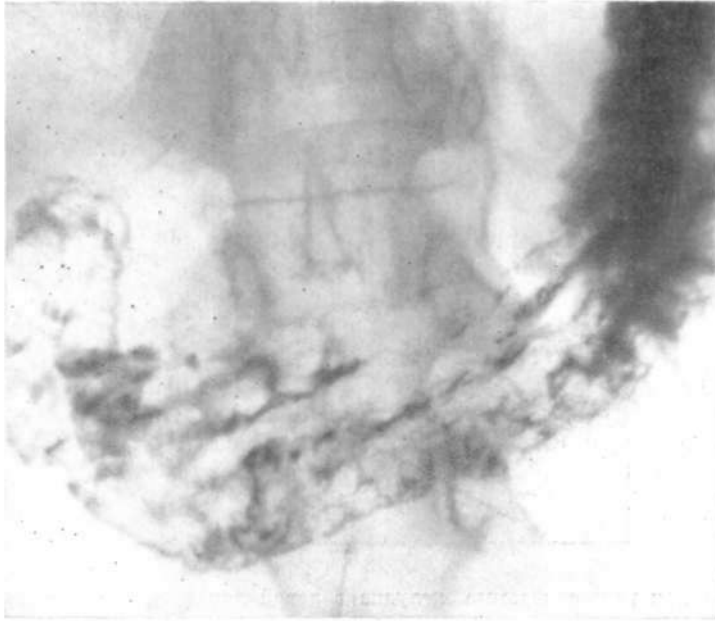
Обзорная рентгенограмма желудка, выполненная в горизонтальном положении обследуемого на спине. В области угла желудка по малой кривизне участок слизистой оболочки с разрушенными складками и линейными депо бариевой взеси.
